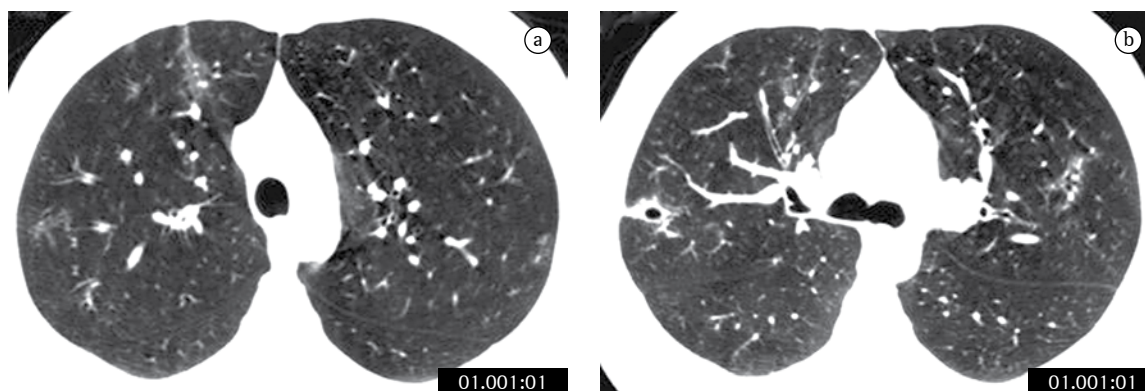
A tomografia computadorizada de alta resolução realizada 15 dias após a primeira (após a interrupção do uso da droga, sob corticoterapia), com cortes obtidos ao nível do arco aórtico (a) e da bifurcação brônquica (b), onde se observa reabsorção quase completa das consolidações, persistindo discretas opacidades em vidro fosco. Observar em b) o aparecimento de lesão escavada no pulmão direito, adjacente à superfície pleural.
